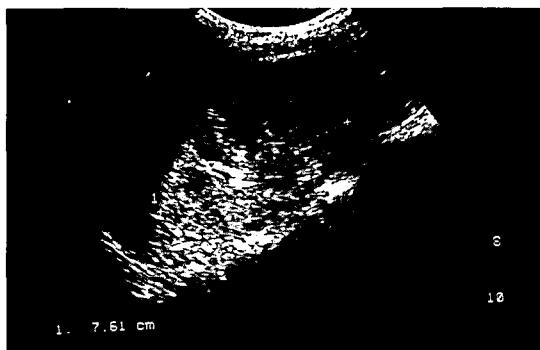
Ultrasonography shows small kidney(7.61 cm) with homogeneous increased parenchymal echogenicity in 13 year old girl.(case 1)
